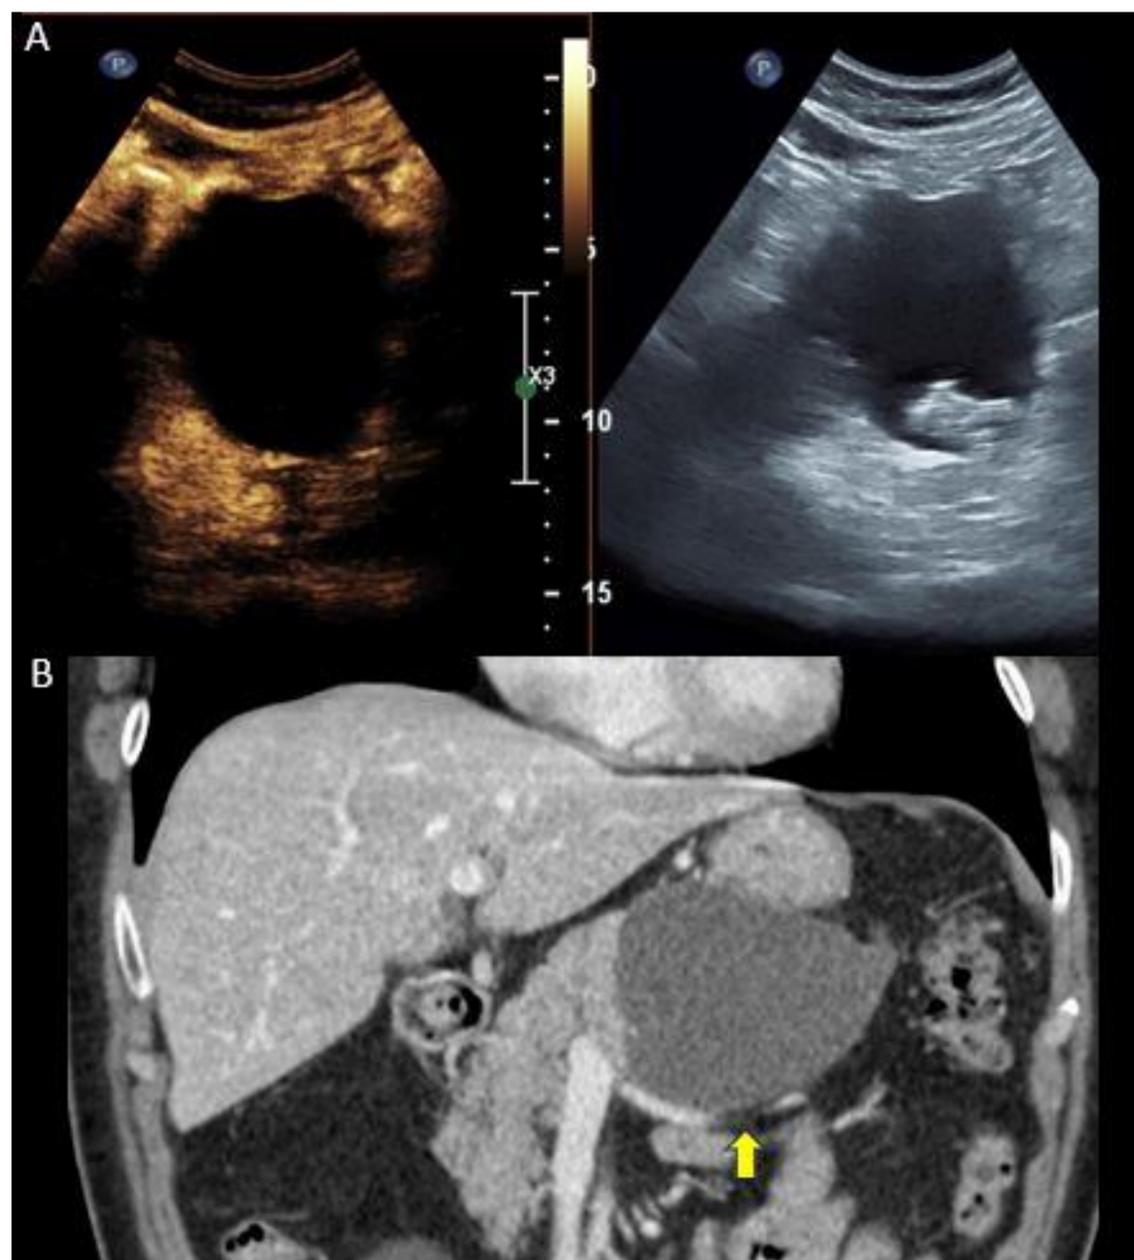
Colección pancreática. Varón de 67 años intervenido de pancreatometomía distal por tumor neuroendocrino pancreático que refiere dolor abdominal hipogástrico de 1 mes de evolución. A) En ecografía se visualiza colección bien delimitada que se localiza sobre cola pancreática de 87x61 mm que muestra contenido ecogénico en su interior. Tras la administración de contraste se muestra ausencia de realce, hallazgos en relación con colección. B) Corte coronal de TC en fase venosa donde se objetiva la colección.
